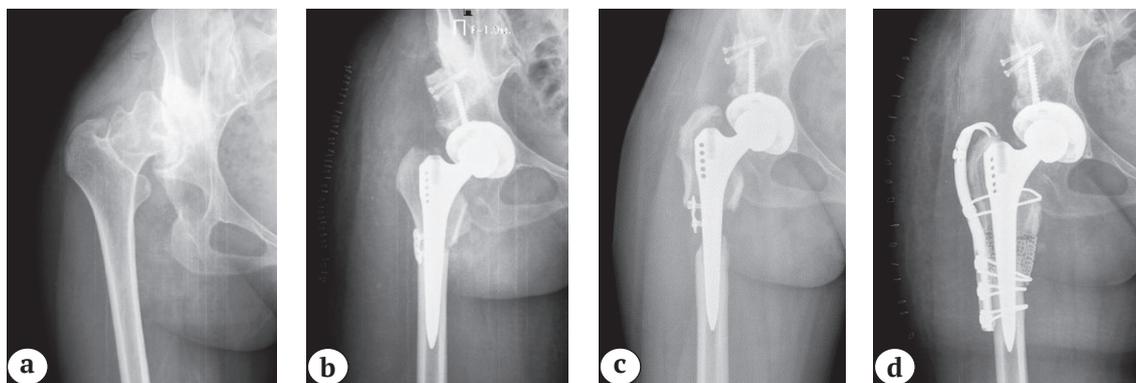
Рентгенограммы пациентки 44 лет, с правосторонним вывихом бедра:
